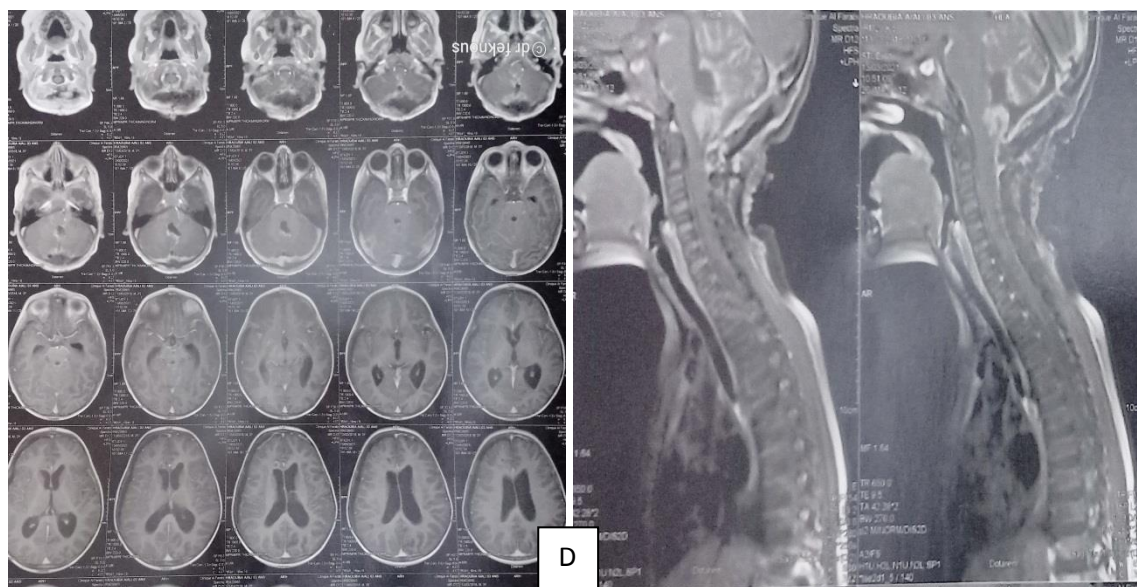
D): IRM cérébrale coupe axiale et sagittale post opératoire avec présence d'un reliquat <1,5cm.
